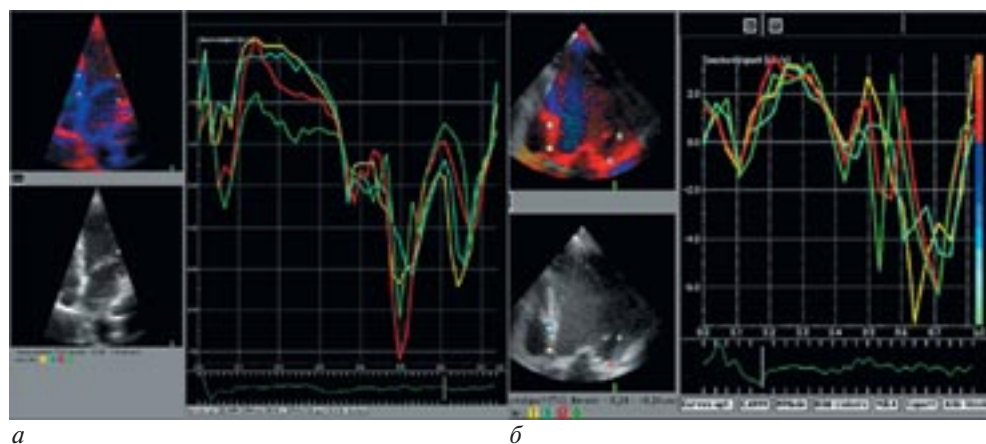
Спектры тканевой доплерографии базальных и средних сегментов перегородки и свободной стенки ЛЖ: *а* — у пациента без сердечной недостаточности; *б* — у пациента с сердечной недостаточностью с длительностью комплекса *QRS* более 140 мс. В обоих случаях внутрижелудочковой асинхронии не выявлено. (Здесь и на рисунке 4: Faber L., Lamp B., Vogt J., Horstkotte D. Tissue Doppler imaging in patients with congestive heart failure and conduction disorders // Eur. Heart. J. — 2004. — Vol. 6, Suppl. D. — P. D10–D15.)
